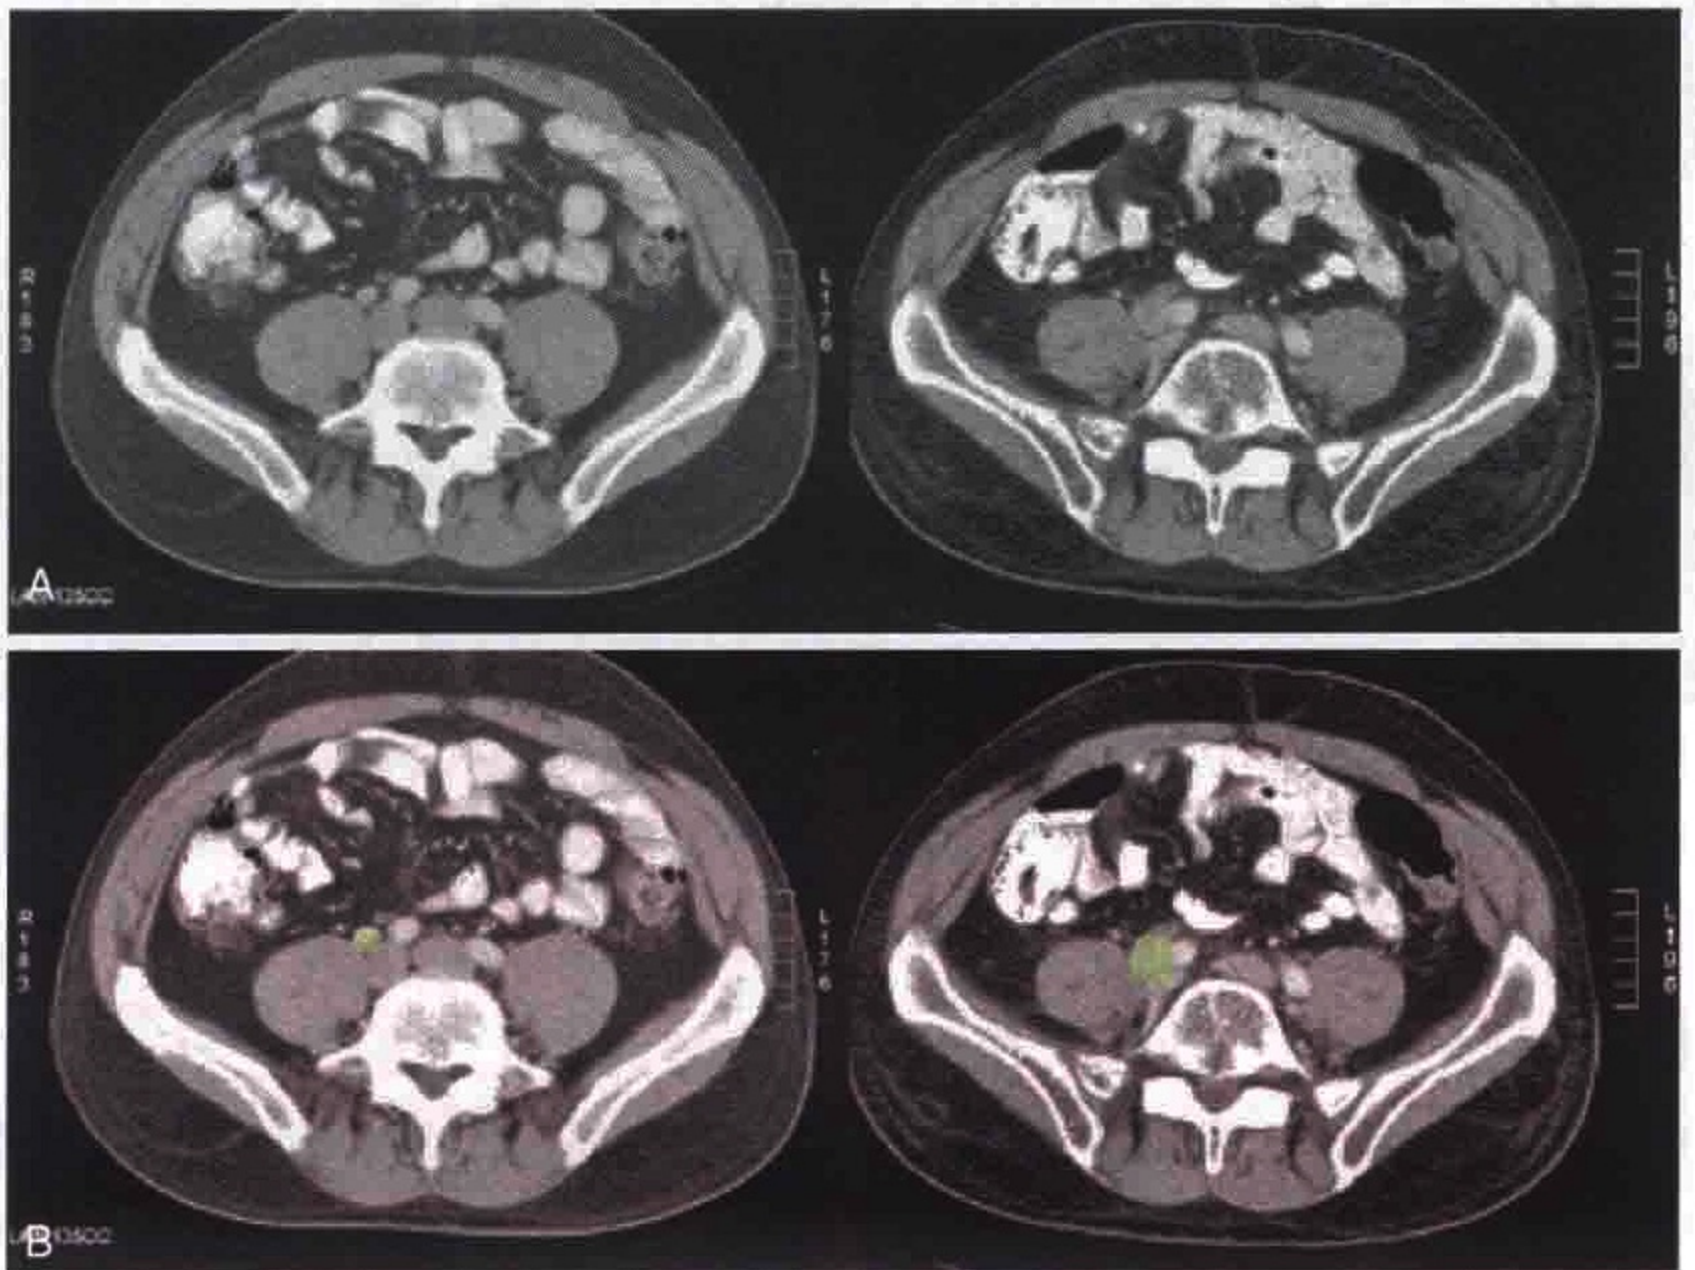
横轴位 CT 示前列腺癌转移性淋巴结逐步增大。左图 (6 个月前) 示右侧髂总小淋巴结 (绿色), 6 个月后 (右图) 该淋巴结增大
